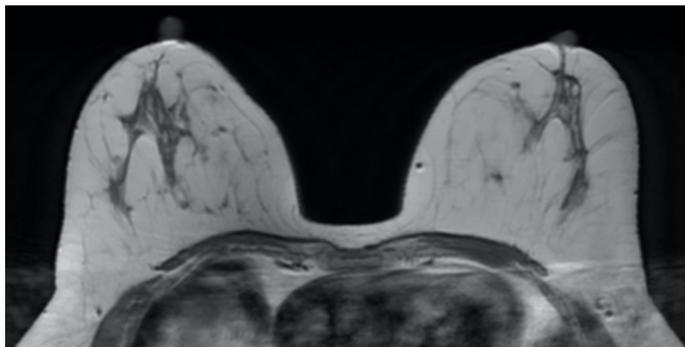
МРТ МЖ. T1-последовательность, аксиальная плоскость. Гипоинтенсивные участки железистой и фиброзной ткани железы на фоне преобладания жировой ткани (гипоинтенсивного сигнала)
